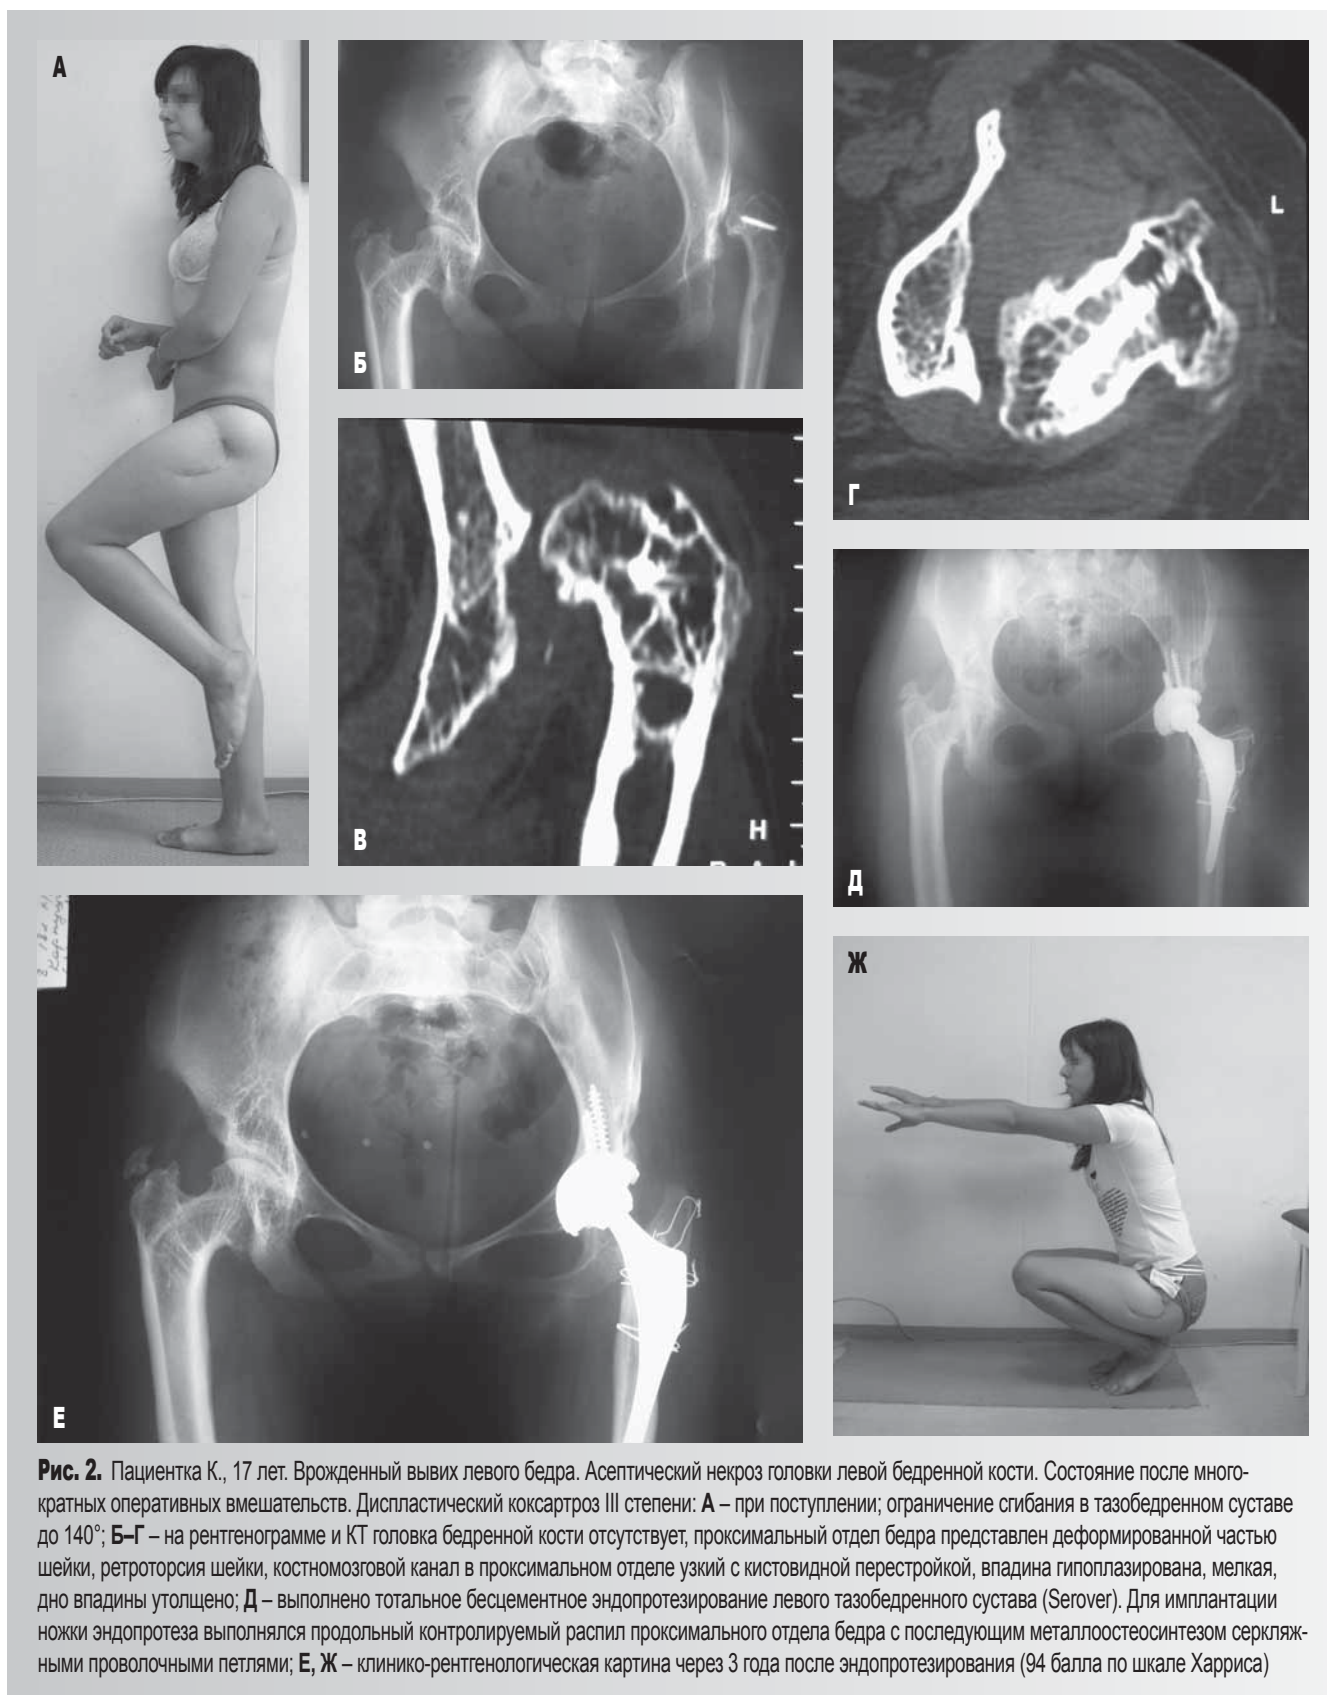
Пациентка К., 17 лет. Врожденный вывих левого бедра. Асептический некроз головки левой бедренной кости. Состояние после многократных оперативных вмешательств. Диспластический коксартроз III степени: А – при поступлении; ограничение сгибания в тазобедренном суставе до 140° ; Б–Г – на рентгенограмме и КТ головка бедренной кости отсутствует, проксимальный отдел бедра представлен деформированной частью шейки, ретроторсия шейки, костномозговой канал в проксимальном отделе узкий с кистовидной перестройкой, впадина гипоплазирована, мелкая, дно впадины утолщено; Д – выполнено тотальное бесцементное эндопротезирование левого тазобедренного сустава (Serover). Для имплантации ножки эндопртеза выполнялся продольный контролируемый распил проксимального отдела бедра с последующим металлоостеосинтезом серкляжными проволоочными петлями; Е, Ж – клиничко-рентгенологическая картина через 3 года после эндопротезирования (94 балла по шкале Харриса)
